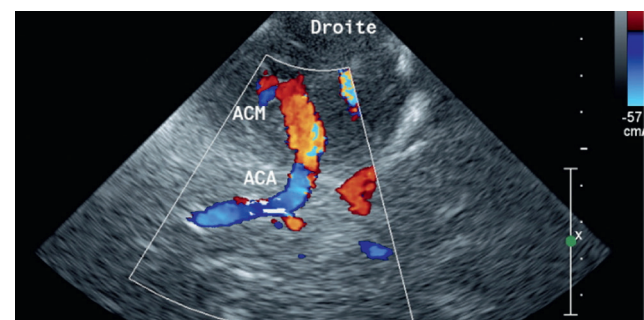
Terminaison de l'ACI et sa division en A1 et M1 (écho-Doppler couleur). En obliquant vers le bas, on peut visualiser le segment C2, et souvent C3 du SC.
